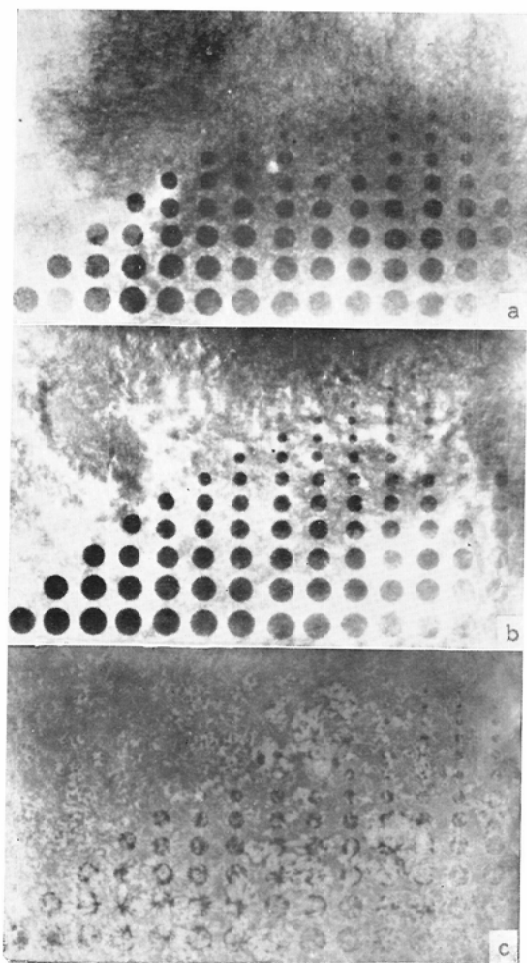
The experimental gelatinization of mucus shadow in X-ray.
